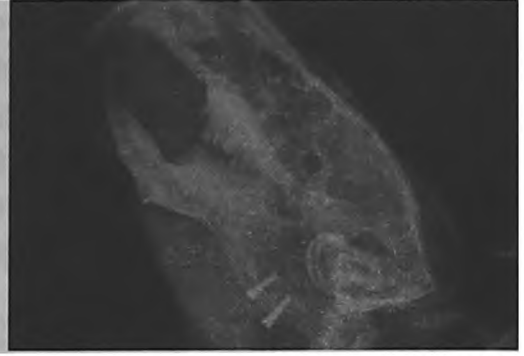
Контрольное рентгенологическое исследование экспериментального животного после операции имплантации.
